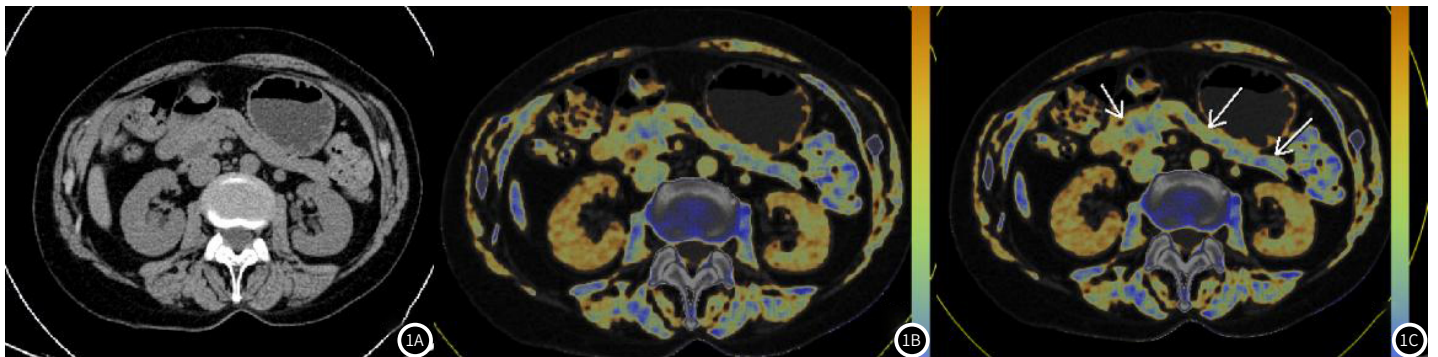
CT胰腺脂肪检测。1A图为CT轴位图像, 1B图为脂肪分析图像, 1C图箭头所示分别为胰头、胰体、胰尾部, 并于此处分别测得脂肪成分占比。
